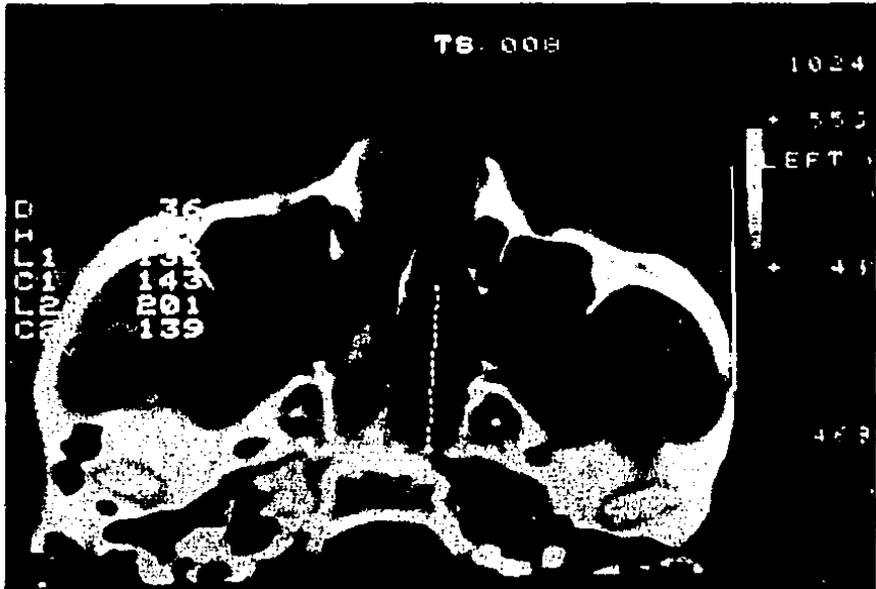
Tomografía computarizada muestra ocupado totalmente el espacio rino faríngeo y -- respetando senos paranasales y base de -- cráneo.
